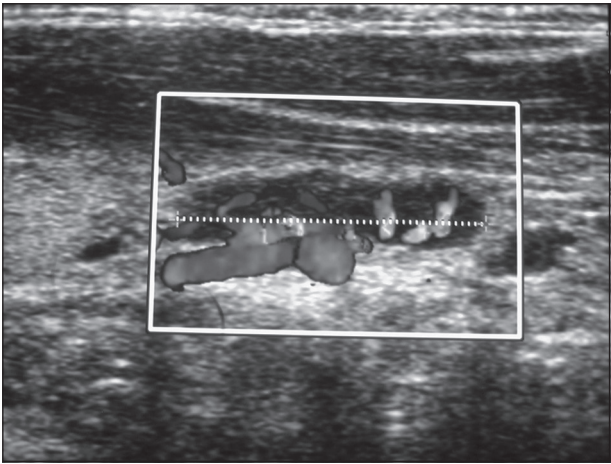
Ecografía que muestra nódulo retrotiroideo izquierdo de 14 mm x 6 mm. Nótese la presencia de una arteriola que irriga independientemente la lesión.
